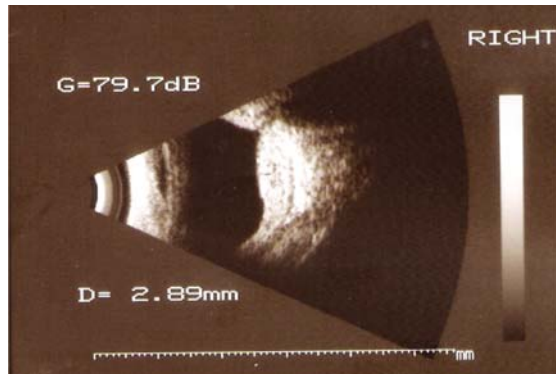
Paciente 3. Ecografía: Masa coroidea con alta reflectividad.
